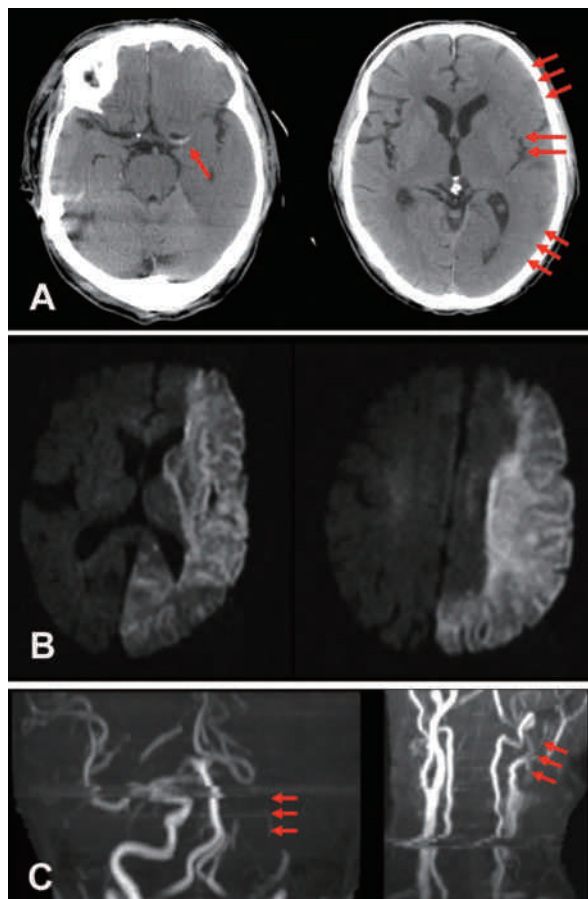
A. 入院時頭部CT所見。Hyperdense MCA sign：島皮質の不明瞭化，脳溝の消失・脳実質の低信号化。B. 入院時頭部MRI：拡散強調画像。左中大脳動脈から後大脳動脈領域に高信号を認める。C. 入院時頭部MRアンギオグラフィー所見。左内頸動脈以遠が描出されていない。左：頭蓋内血管，右：頸部血管。
